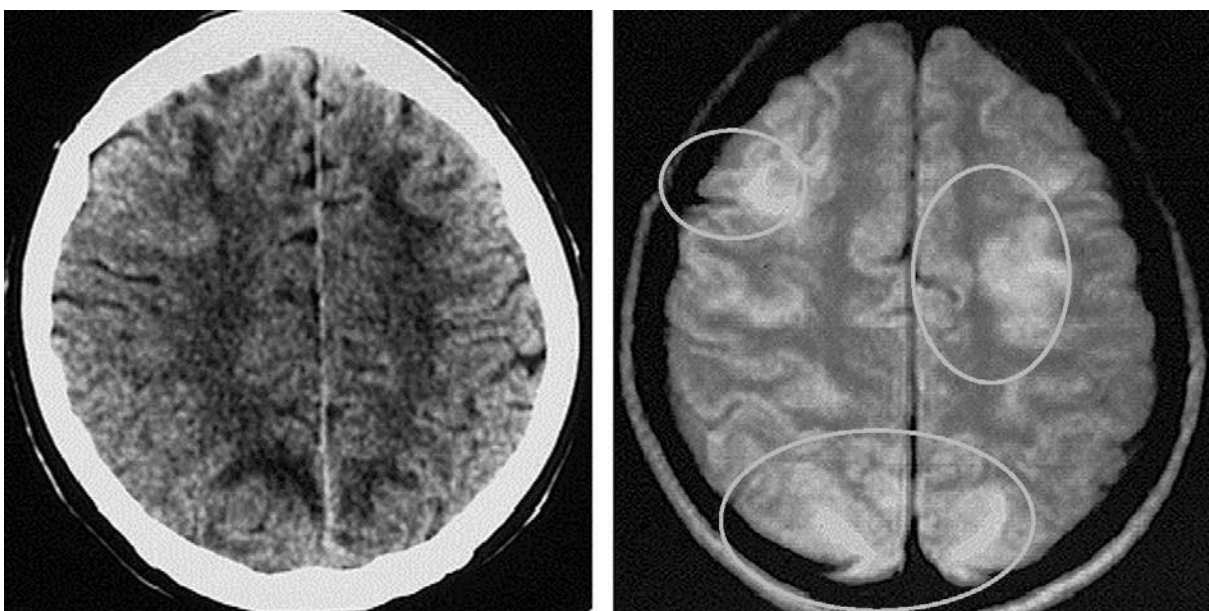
L'examen scanographique (à gauche) montre des hypodensités souscorticales fronto-pariétales multiples. L'IRM en densité protonique (à droite) visualise des signaux beaucoup plus nets, hyper-intenses dans les mêmes régions [1].
